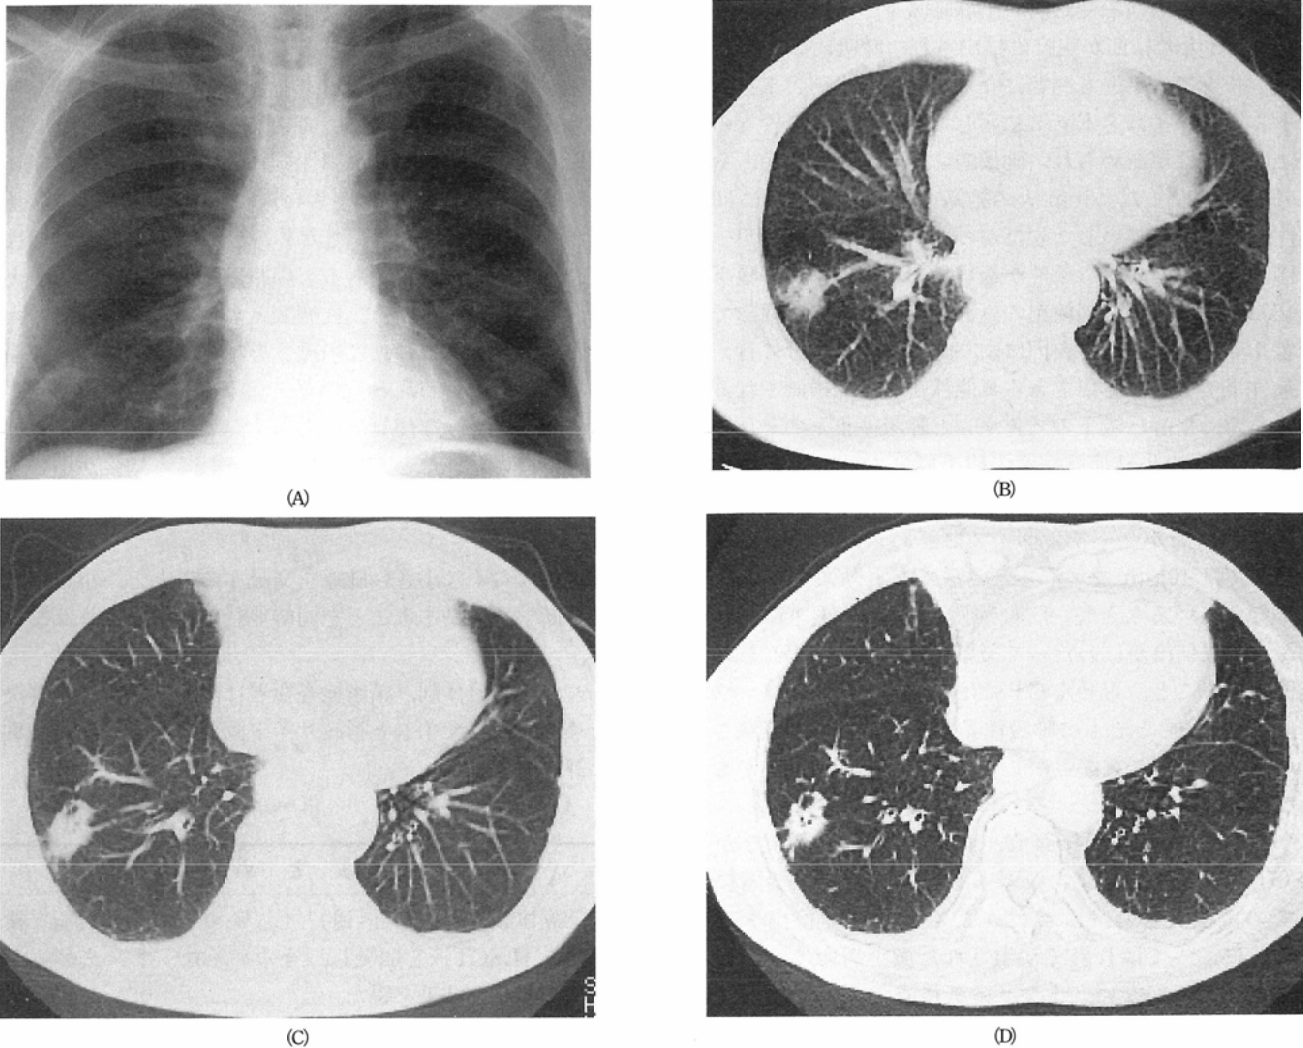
Adenocarcinoma of right lower lobe: On chest radiograph (A), ill-defined density superimposed on the rib shadow is seen at the right lower lung. LSCT (B) reveals irregularly shaped, non-homogeneous, and 2 cm sized increased density associated with pleural retraction, highly suggestive of adenocarcinoma. A^b and B^b are pointing to the density. Faintly visualized V^b is also related with the density. No mediastinal lymphadenopathy is seen on LSCT images. On CT with breath-hold scanning with 10 mm slice (C), spiculated mass density with pleural indentation and air-bronchogram becomes clearer. V^b is related with the density. On breath-hold, 2 mm-section CT image (D), characteristics of peripheral adenocarcinoma is obvious. Surgery and pathology revealed well differentiated adenocarcinoma without lymph node metastasis (pT1N0M0, stage I).
